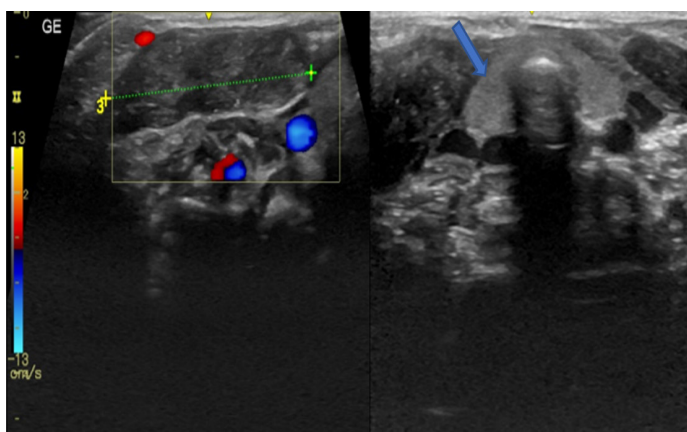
l'épaississement hétérogène du muscle scm droit sans prise du doppler couleur A ; la glande thyroïde de taille et d'échostructure normales (flèche bleue) B.
